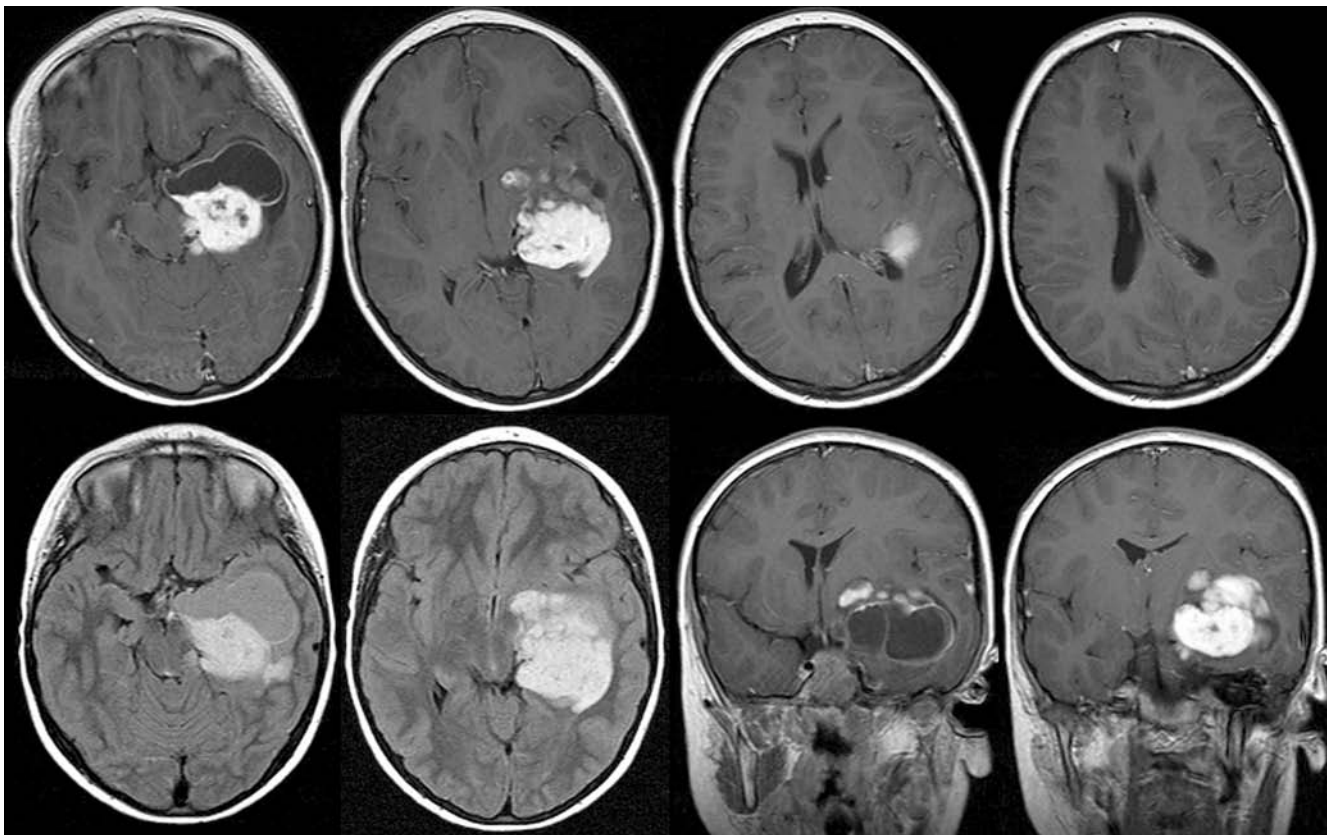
Pilozytisches Astrozytom – intensiv kontrastmittelanreichernde Raumforderung mit zystischem Anteil in der Tiefe der linken Großhirnhemisphäre ohne perifokales Ödem (T1-Gewichtung mit Kontrastmittel, FLAIR).
